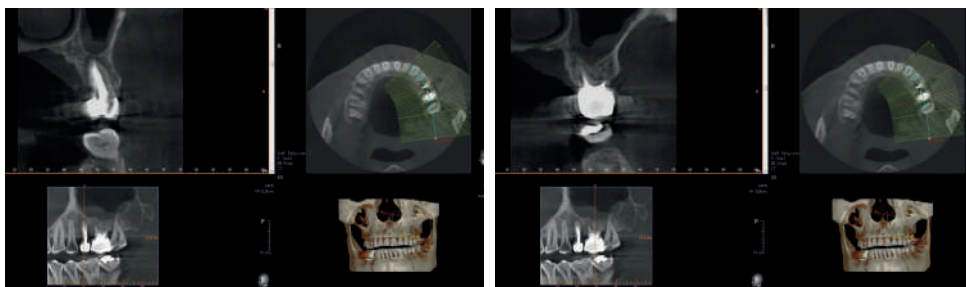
КТ до операции 25 (справа), 26 (слева) 2
